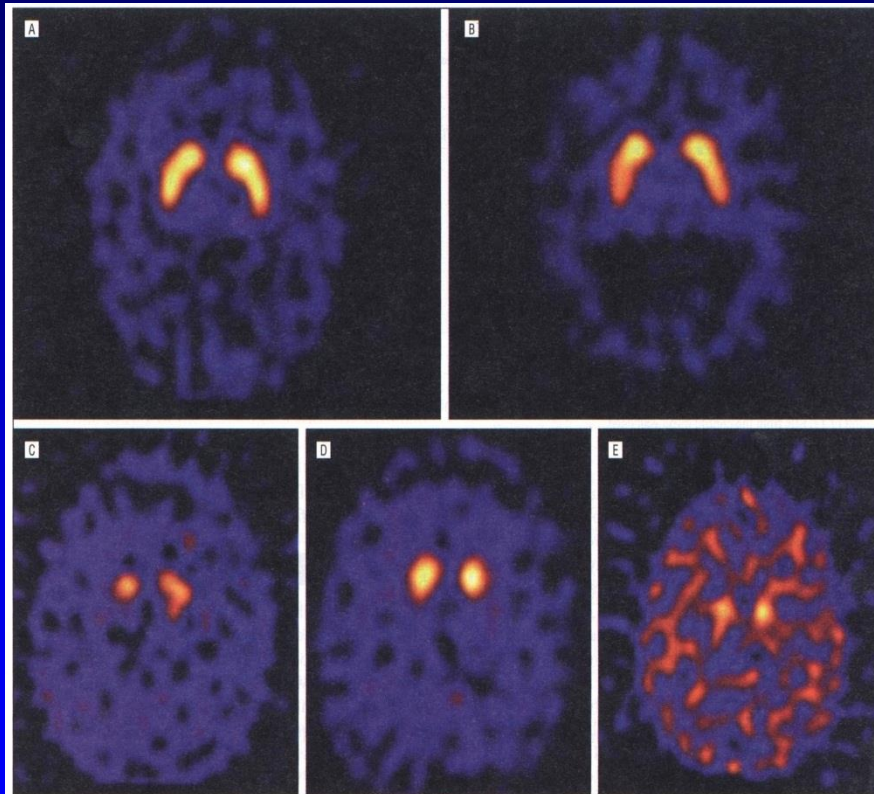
Iodine 123-radiolabeled 2 β -carbomethoxy-3 β -(4-iodophenyl)-N-(3-fluoropropyl) nortropane with single-photon emission computed tomographic images. A, A healthy older control subject. B, Subjects with Alzheimer disease. C, Subjects with dementia with Lewy bodies. D, Subjects with Parkinson disease. E, Subjects with Parkinson disease with dementia.
